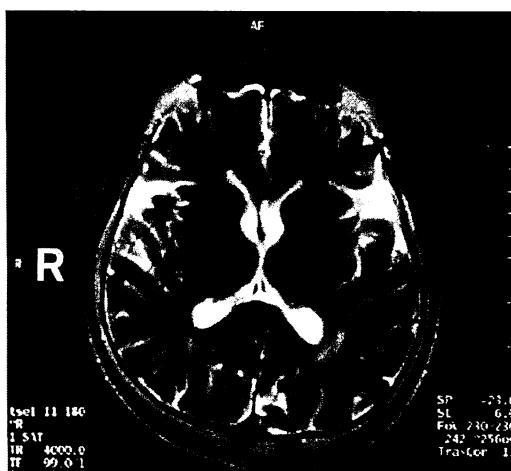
Brain MRI (T2 weighted image) shows brain atrophy, multiple lacunar infarction and ischemic changes.
